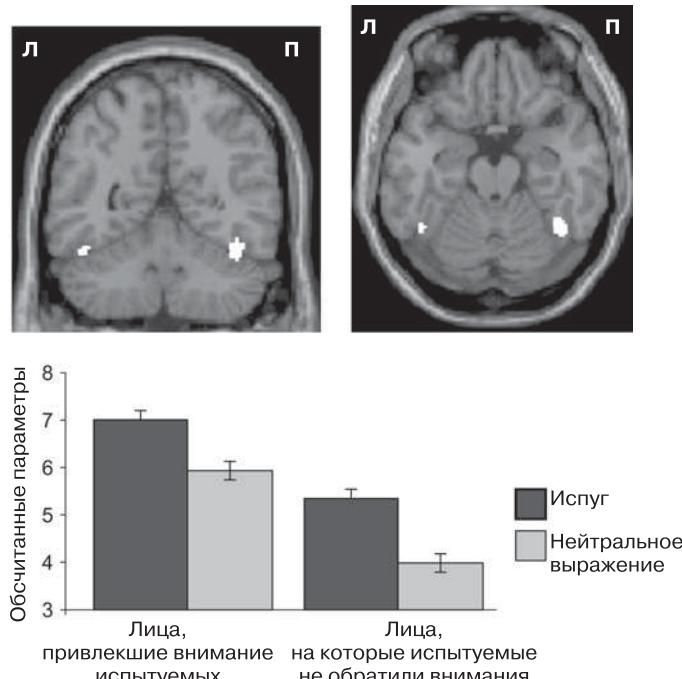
Активность фузиформной лицевой области височной доли: роль внимания и эмоций. Слева вверху: коронарный срез, показывающий активность фузиформной области. Справа вверху: горизонтальный срез, показывающий активность фузиформной области. Внизу: влияние внимания и эмоций на уровень активации фузиформной области. (Источник: Vuilleumier *et al.*, 2001.)
